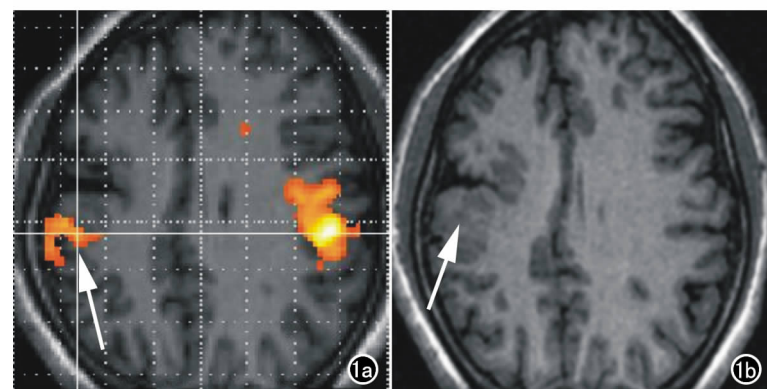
患者 1 的 MRI 和 fMRI 结果。a) 功能像见右侧脑裂边缘异位灰质内有激活信号(箭),左侧的激活信号区域为左侧运动中枢; b) 同层面的解剖像可见灰质异位(箭)。
